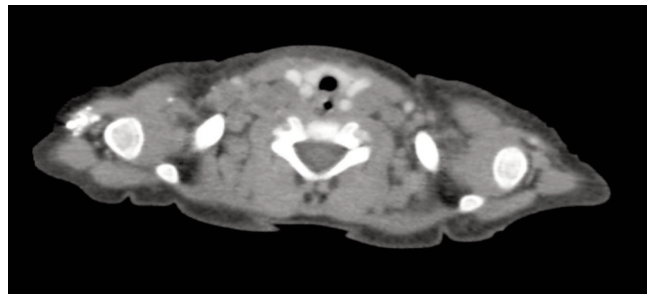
Tomografía de cuello con contraste endovenoso.
